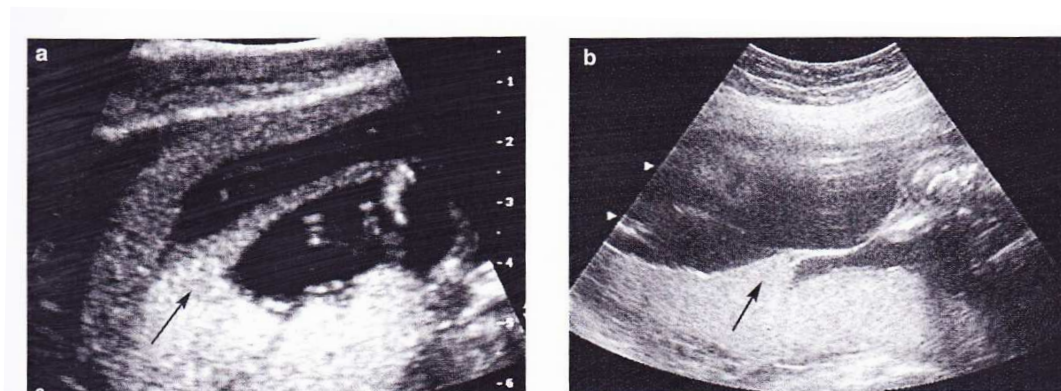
Sonografische Darstellung des „Lambda“ (oder „delta“ oder „twin peak“) Zeichens bei dichorialen Zwillingsschwangerschaften im ersten Trimenon (Blickstein et Keith 2007)
